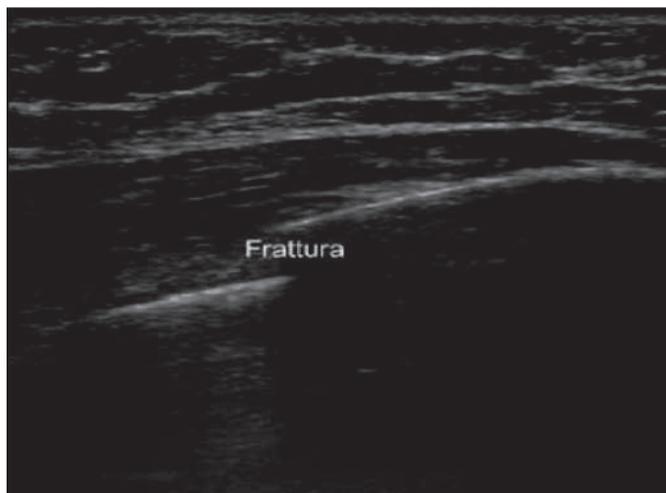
Ecografia del torace: frattura costale.
